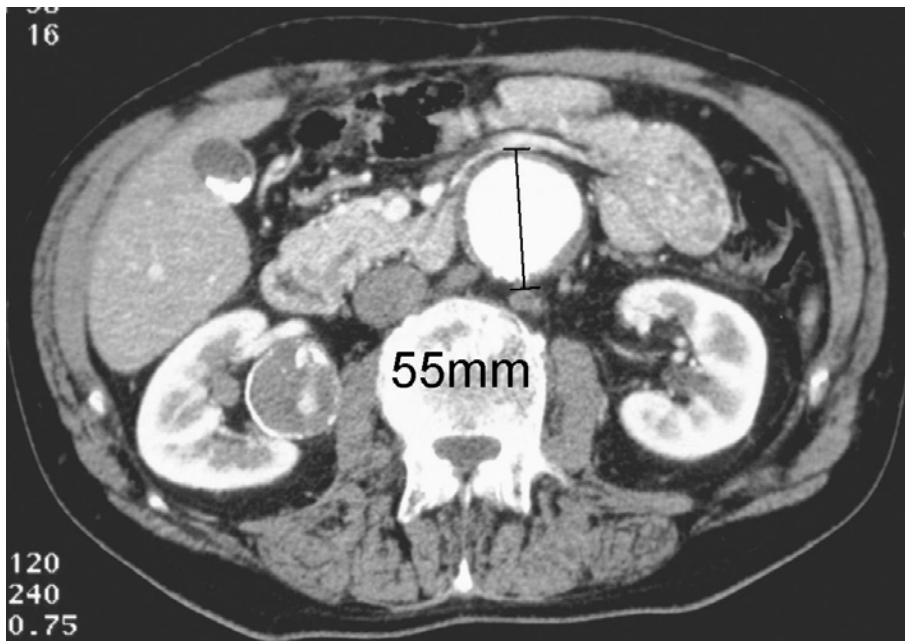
a: präoperatives kontrastmittelverstärktes CT vom 01.07.1998
